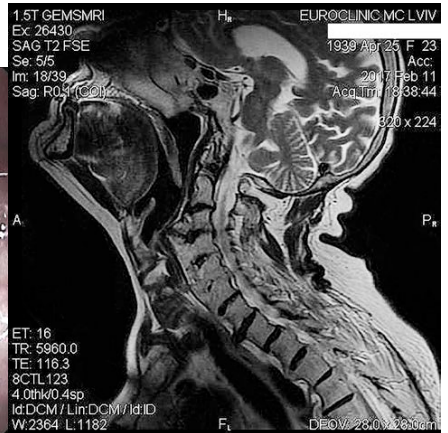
МРТ ший. Остеофіти С3-4 і заповнення передньої поздовжньої зв'язки.
